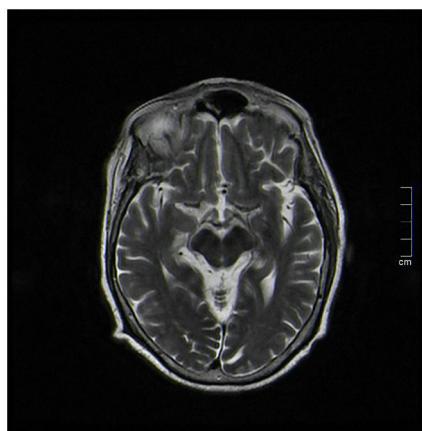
Imagen de resonancia magnética (RMN) cerebral que muestra una discreta hiposeñal difusa en T2 capsulolenticular bilateral de significado inespecífico.
